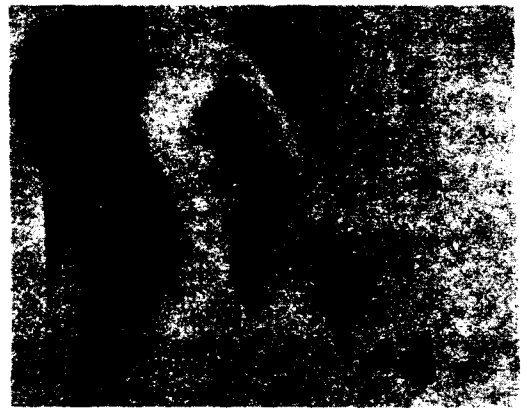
증례 3의 Echocardiography.
